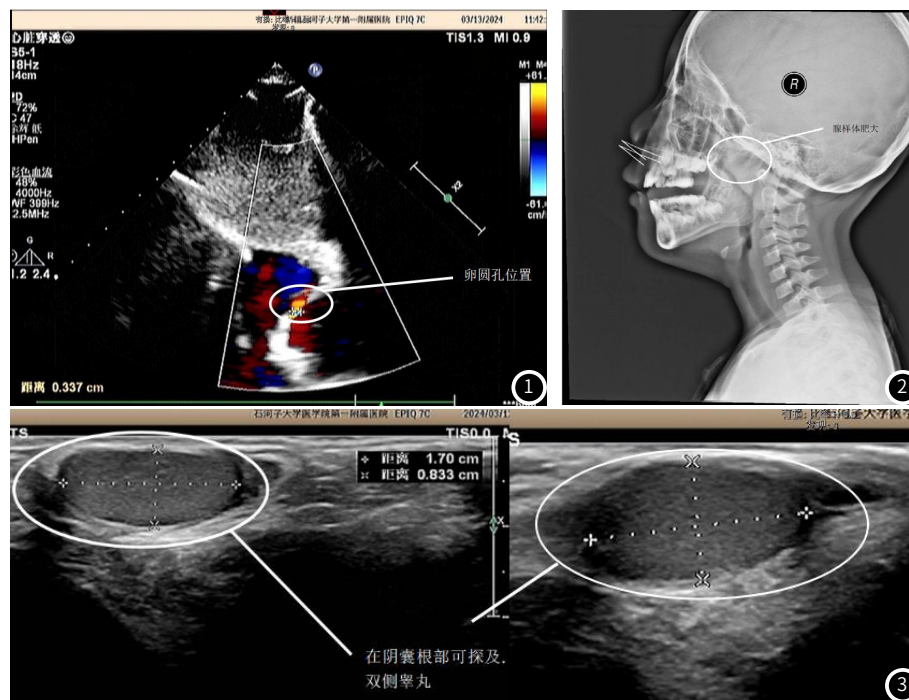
心脏超声图。图2 鼻咽部侧位片。图3 双侧睾丸超声图。
